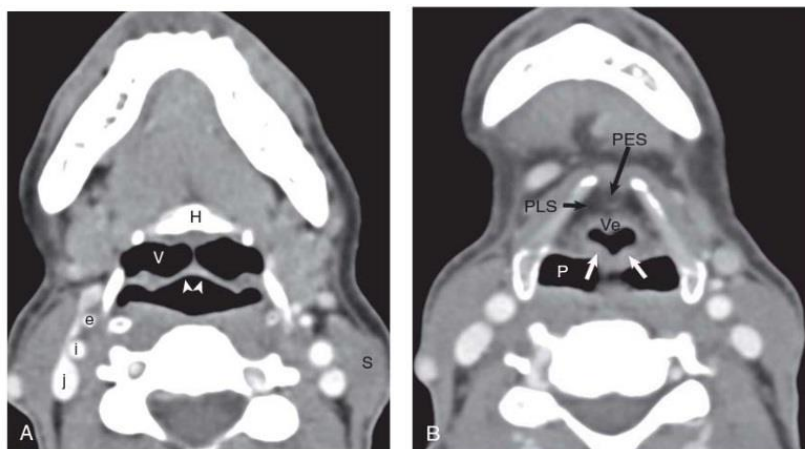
Normal anatomy on computed tomography shows the supraglottic larynx after intravenous contrast injection. A, The two air-filled valleculae (V) separated by the median glossoepiglottic fold are seen anterior to the epiglottis (white arrowheads). The jugular vein (j), internal carotid artery (i), external carotid artery (e), sternocleidomastoid muscle (S), and hyoid bone (H) are also seen. B, Eight millimeters inferiorly, a fat-containing pre-epiglottic space (PES) anteriorly contrasts with the soft tissue density of the epiglottis. The fat in the preepiglottic space extends posterolaterally into the paralaryngeal (paraglottic) space (PLS). The aryepiglottic folds (white arrows) separate the air-containing piriform sinuses (P) and the laryngeal vestibule (Ve).
